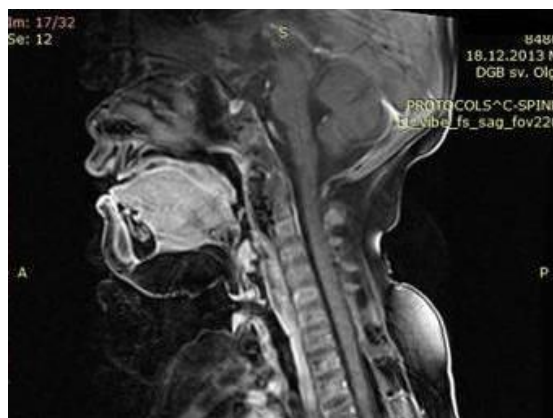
Магнитно-резонансная томограмма больного Р., 5 лет, сагиттальная проекция, фетальная рабдомиома гортани
